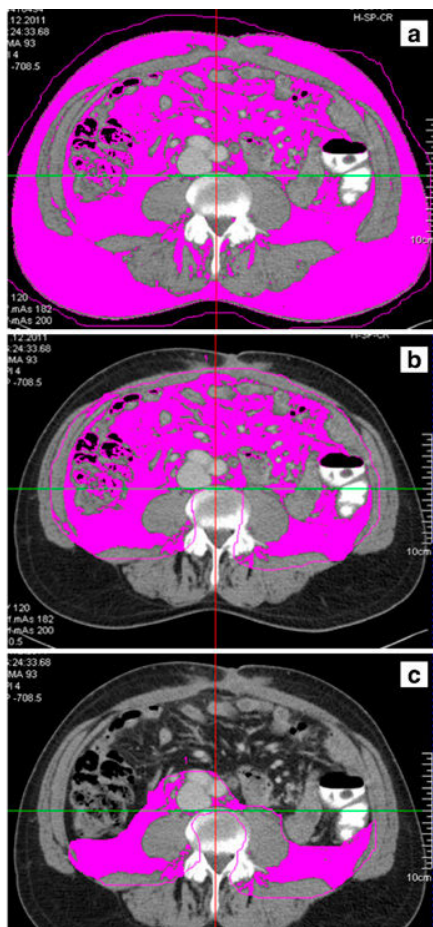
CT-doorsnede van buikholte ter hoogte van L4. De met meerdere CT-beelden berekende totale abdominale vetmassa komt het best overeen met het vetoppervlak gemeten op CT of echo ter hoogte van L4 (normale navelhoogte) (a: total fat area (TFA)). De subcutane vetmassa (subcutaneous fat area (SFA)) is metabool niet actief en het metabole visceraal vet (b: visceral fat area (VFA)) kan verder onderverdeeld worden in intraperitoneaal (IFA) en retroperitoneaal vet (c: RFA).
